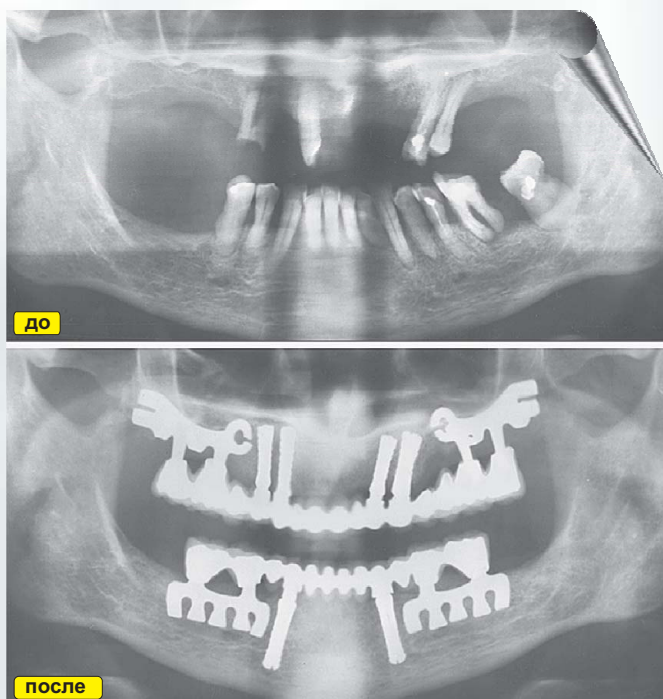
Ортопантомограмма больного И., 52 года: а – до лечения. Оставшиеся зубы подлежат удалению, высота альвеолярного отростка в боковых отделах 5-6 мм. б – результат имплантации через 3 года и 6 мес. после протезирования.
